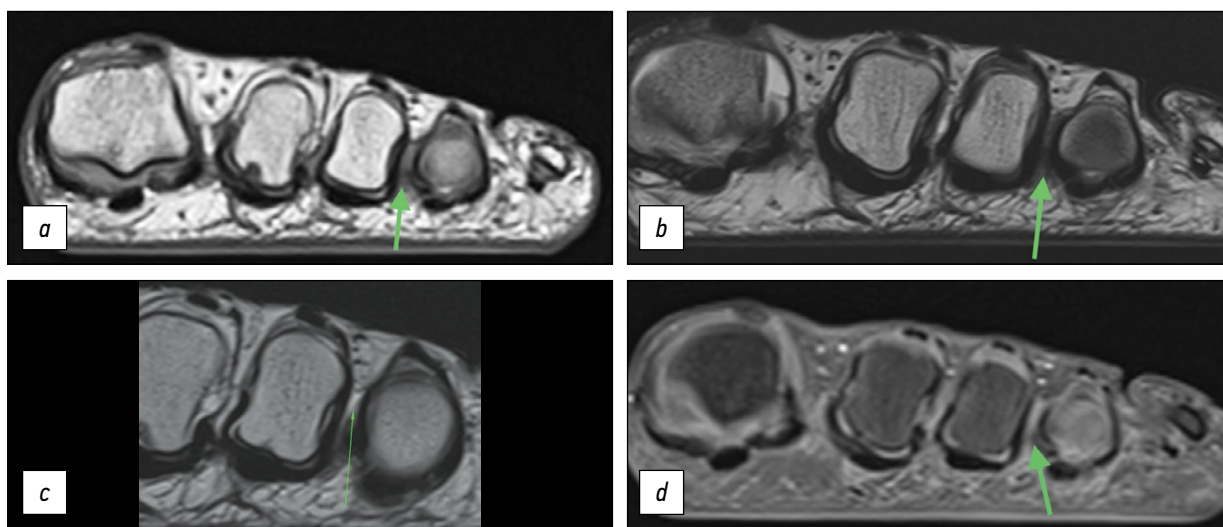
Пациент К., магнитно-резонансная томография: *a* — гипointенсивный сигнал по сравнению с окружающими тканями при T1-взвешенной последовательности, неврома третьего межпальцевого промежутка; *b* — гипointенсивный сигнал по сравнению с окружающими тканями при T2-взвешенной последовательности, неврома третьего межпальцевого промежутка; *c* — участок гипointенсивного сигнала при T2-взвешенной последовательности (бурсит), срез, следующий за изображением *b* в дистальном направлении; *d* — смешанный гипо- и гиперинтенсивный сигнал (участок затемнения — отёчная оболочка нерва, окружающий гипointенсивный сигнал периневральный фиброз). Режим T1 FS после введения контраста.
